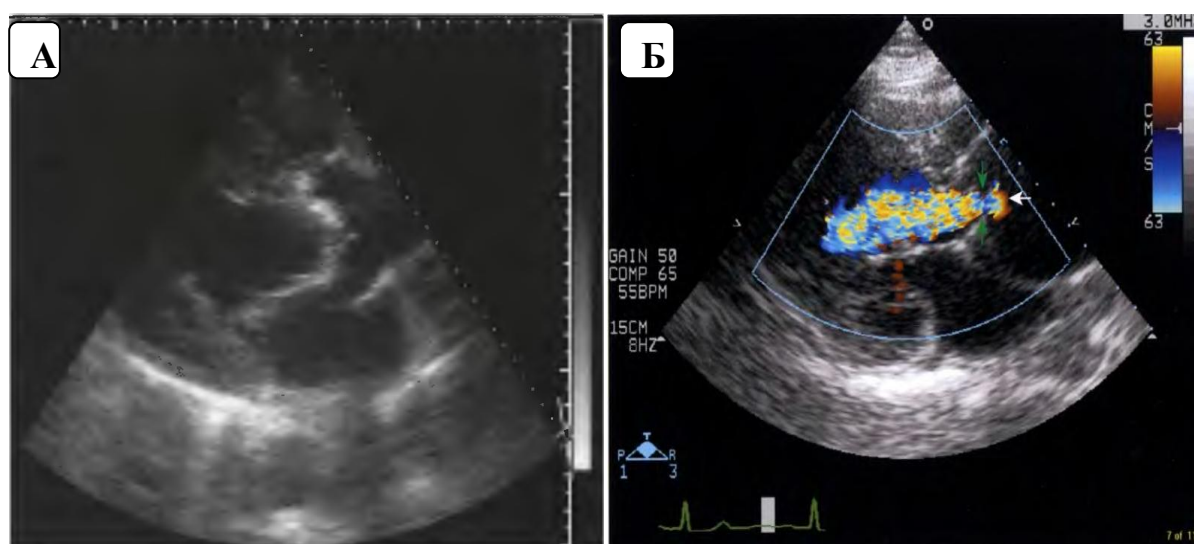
Трансторакальная эхокардиография у больных: А – с аневризмой восходящей аорты и стенозом аортального клапана; Б – с аневризмой восходящей аорты и недостаточностью аортального клапана (цветная доплерография).
